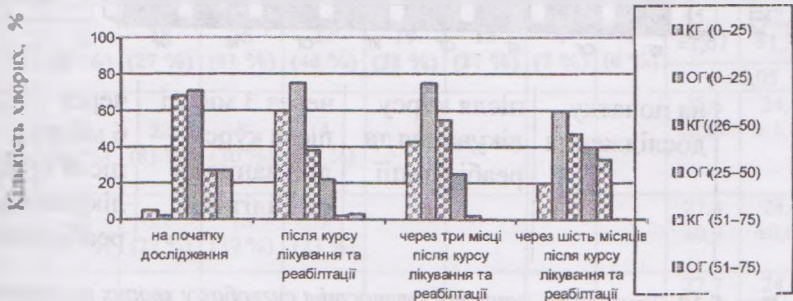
Порівняльна динаміка показників болю (ВАШ, мм) у хворих на гонартроз 0-1 рентгенологічної стадії КГ і ОГ
